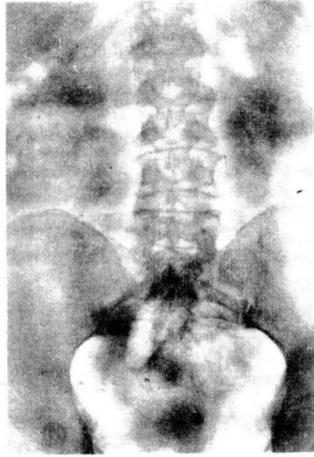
(Obs. III). Radiografía simple postoperatoria. Extracción completa del calculo.
